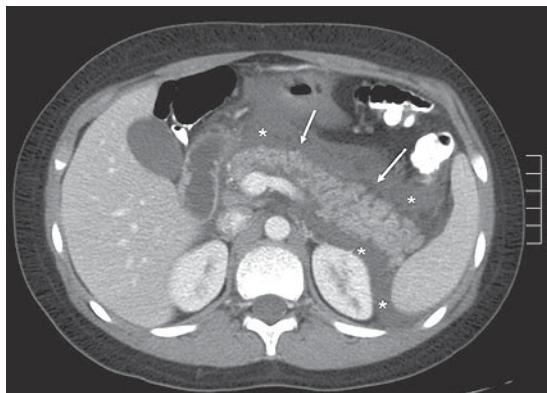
TC de abdomen, en un corte axial con uso de medio de contraste oral y endovenoso, muestra aumento de tamaño difuso, irregularidad y alteración de la estructura del páncreas (flechas), asociado a aumento de la densidad del tejido adiposo peripancreático (*) y colecciones líquidas (*), sin zonas de necrosis pancreática.
